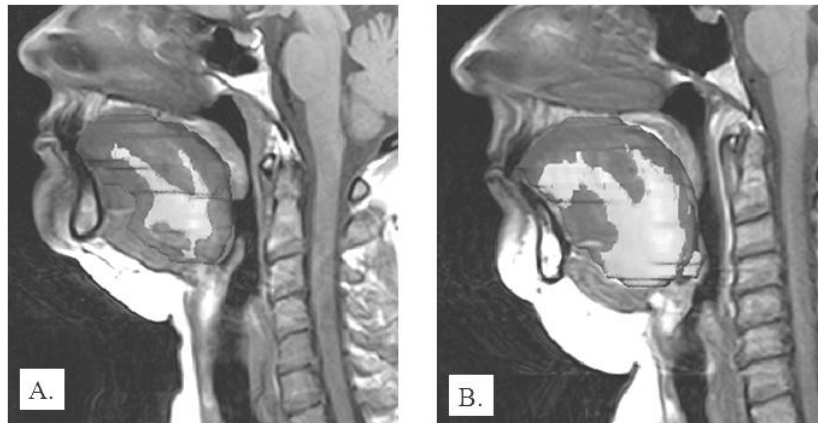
Imagens de ressonância magnética de via aérea. A. sujeito normal. B. sujeito com apneia. Na língua, as áreas mais escuras representam tecido muscular e as áreas mais claras representam tecido adiposo. No caso com apneia, em comparação com o caso sem apneia, a língua tem maior volume ($95\text{mm}^3 \times 66\text{mm}^3$) e maior deposição de gordura ($42\text{mm}^3 \times 16\text{mm}^3$). Adaptado de Kim e col.⁴⁹.
